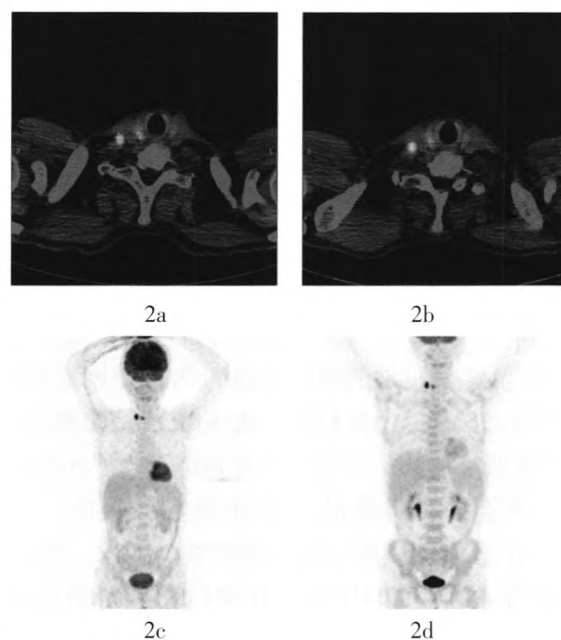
患者男性, 59 岁, 霍奇金淋巴瘤(混合细胞型) III_A 期, 治疗前诊断为霍奇金淋巴瘤 IV_{AE} 期累及右侧甲状腺, 治疗后 PET-CT 示甲状腺右叶上极见一低密度结节, 大小约 1.9 cm×1.0 cm, SUV_{max} 为 6.0, 局部见数个点状、片状钙化灶; 右侧锁骨区见肿大淋巴结, 大小约 1.5 cm×1.2 cm, SUV_{max} 为 12, 修正诊断为: ①霍奇金淋巴瘤(混合细胞型) III_A 期化疗后; ②甲状腺癌伴锁骨区淋巴结肿大。图中, 2a 为化疗后首次 PET-CT 融合图像, 示右颈淋巴结高代谢, 右甲状腺上极高代谢; 2b 为再次化疗后 PET-CT 融合图像, 仍示右颈淋巴结及右甲状腺高代谢灶; 2c 为首次化疗后 PET-CT 最大密度投影图像; 2d 为再次化疗后 PET-CT 最大密度投影图像。
